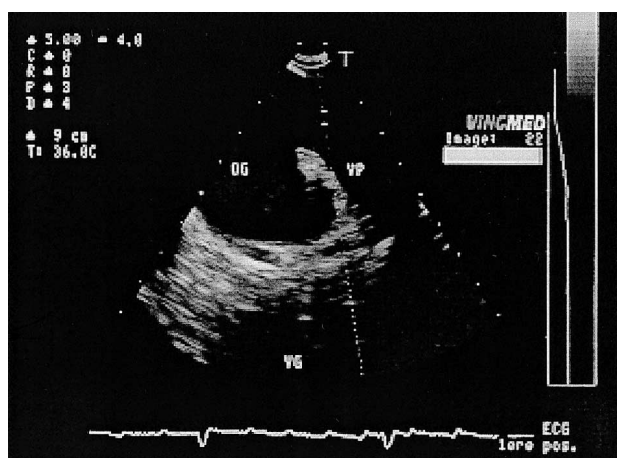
Étude du flux veineux pulmonaire par échographie transœsophagienne. Positionnement de l'échantillon Doppler dans la veine pulmonaire supérieure gauche. OG : oreillette gauche ; VP : veine pulmonaire ; VG : ventricule gauche.
